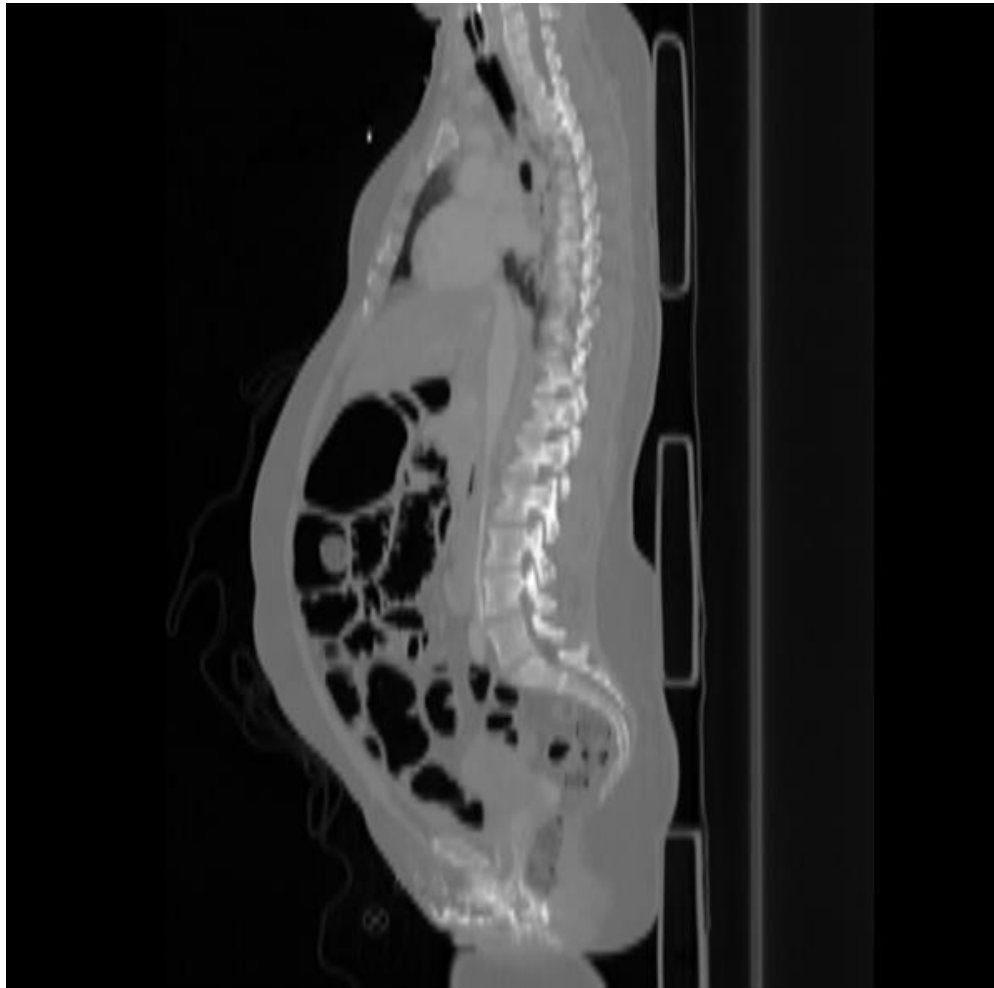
CT-Abdomen sagittal mit Kompression der V. cava inferior
